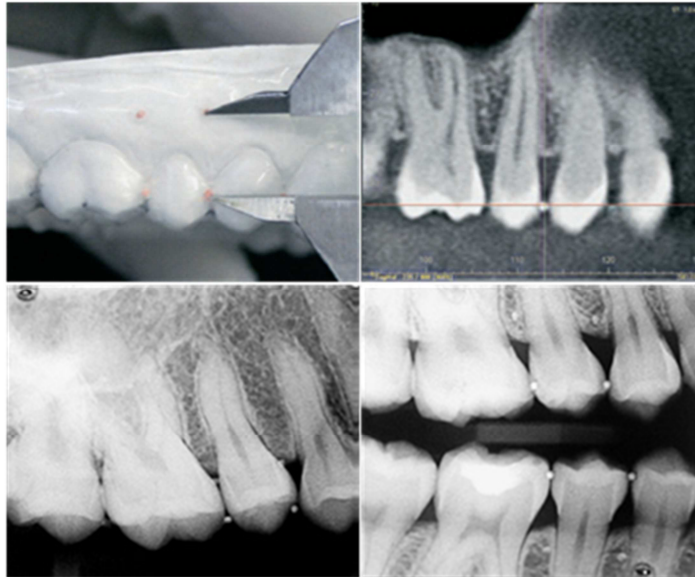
Variação na interpretação de 3 exames por imagem. Tomografia computadorizada; periapical e interproximal Matzembacher et al. (2008).
